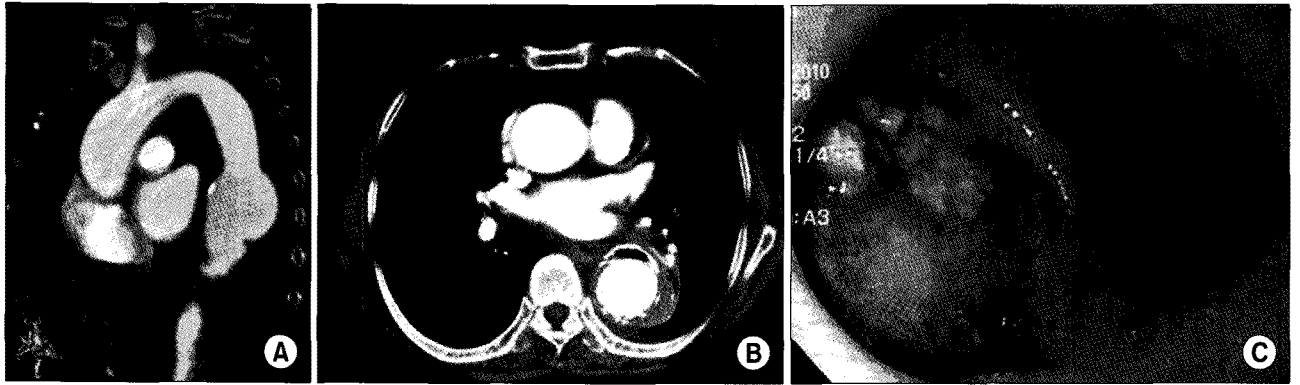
(A) A chest computed tomography shows the saccular aneurysm at the descending thoracic aorta. (B) Exudative fluid collection and air-fluid level is observed around the stent graft. (C) Esophagogastroduodenoscopy shows an aortoesophageal fistula and the fabric of stent-graft through its opening.
